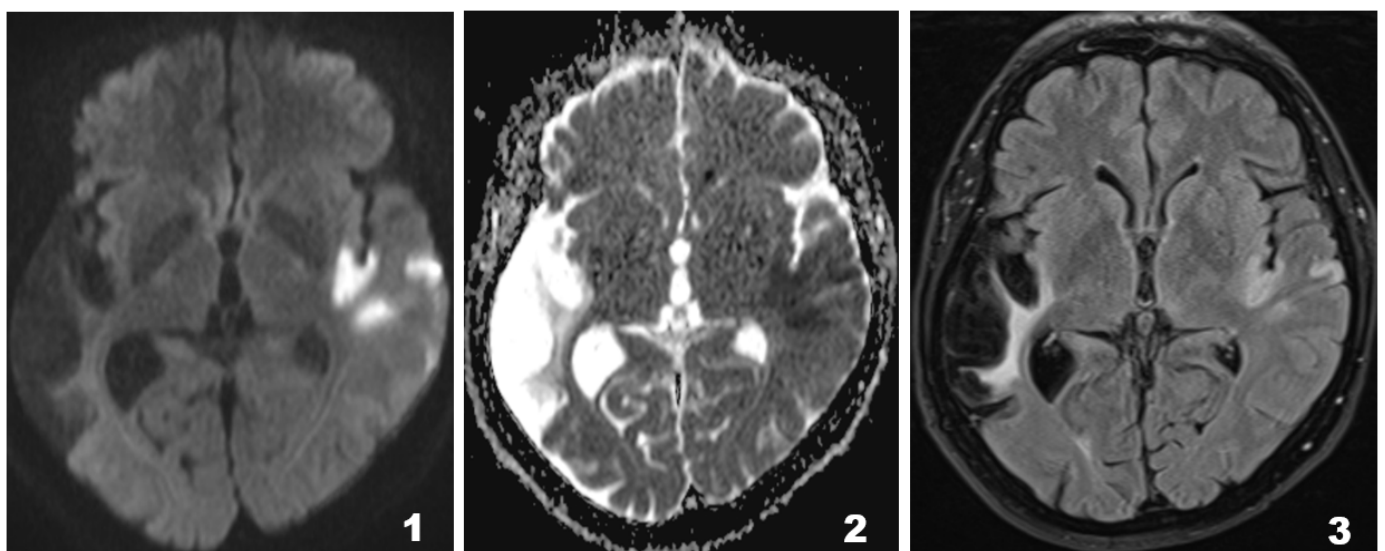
IRM cérébrale montrant un hypersignal b1000 cortical temporo-insulo-temporale gauche dans le territoire superficiel de l'artère sylvienne gauche en diffusion (1), restreignant sur l'ADC (2) et en hypersignal FLAIR en rapport avec un AVC ischémique constitué (3). Séquelles ischémiques anciennes du territoire sylvien droit superficiel, avec attraction passive de la corne temporale du ventricule droit. En conclusion, AVC ischémique de plus de 4h30, en cours de constitution, sylvien superficiel gauche et séquelles d'AVC ischémique ancien sylvien superficiel droit.
